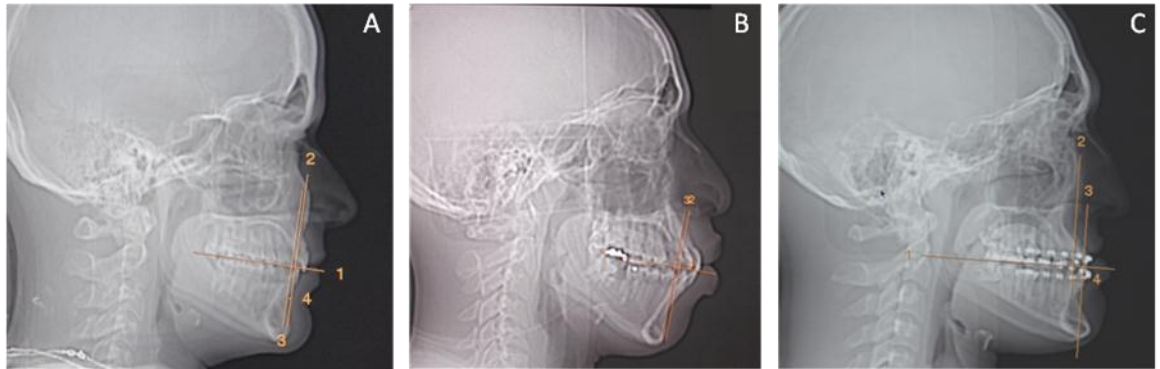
Escanograma prévio à aquisição das imagens por TC. Mensuração da medida Wits para determinação do padrão esquelético no sentido ântero-posterior. A: Paciente do gênero feminino com medida de 1,5mm (ortognata), B: Paciente do gênero masculino com medida de 2,8mm (retrognata), C: Paciente do gênero masculino com medida de -6,6mm (prognata).
